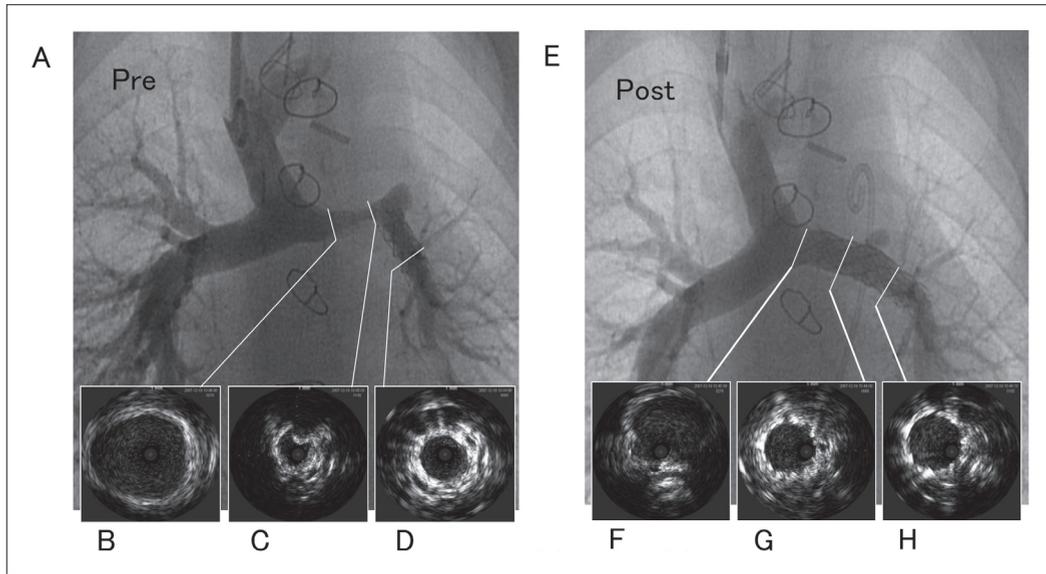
Before (A) and after (E) successful redilation of the left pulmonary arterial stenosis. Intravascular ultrasound finding of the proximal site (B, F), stenotic site (C, G), and the distal pre-implanted stent (D, H). In this case, minimal intraluminal diameters (MID) increased from 2.2 mm to 5.4 mm. The intravascular ultrasound also showed good relief of the stenosis by the additional stent.
